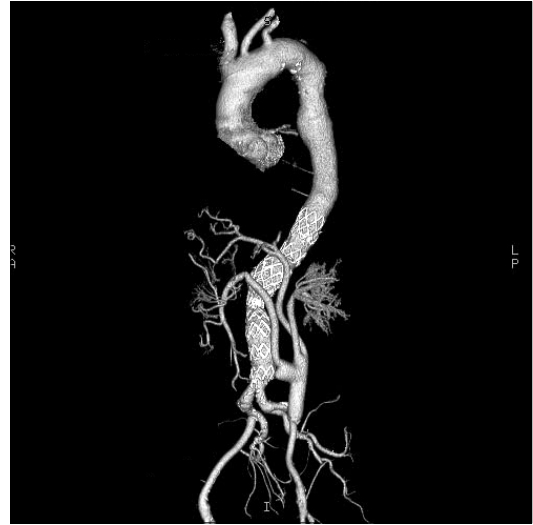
Post-operative angio CT showing left external iliac artery - both renal arteries, celiac trunk and superior mesenteric artery bypass. Occlusion of right renal artery bypass is showing.
